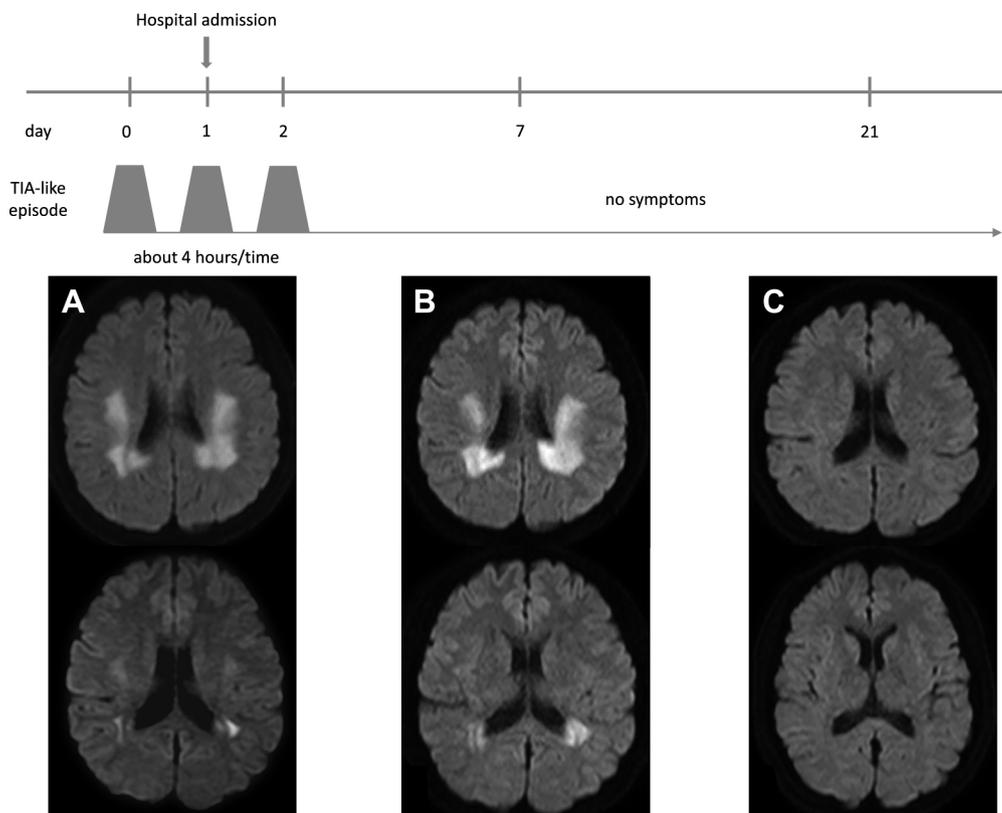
Clinical course and MRI.
